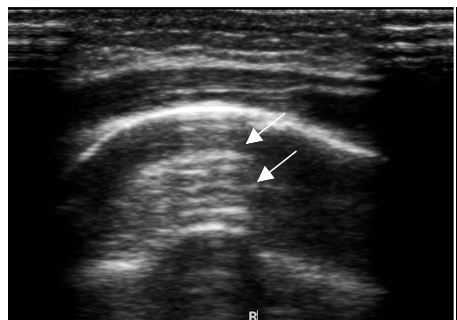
正常肺部超声表现为胸膜线呈光滑、清晰、规则的高回声,A 线也呈高回声、清晰显示、等间距平行分布(箭头示)
